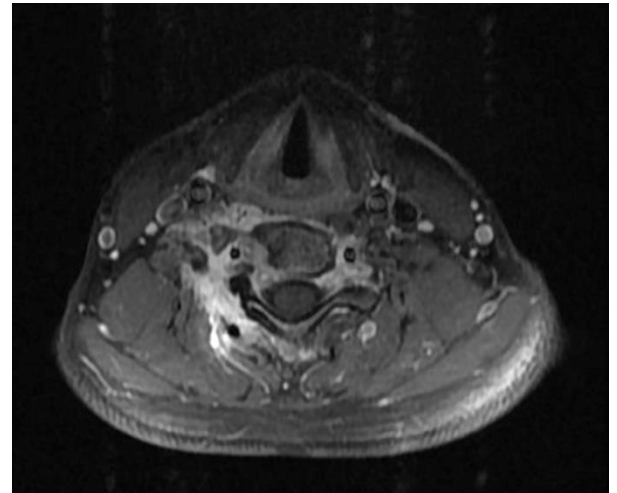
Aksiyel Servikal tomografi görüntüsü; sağ forameni deforme eden nidus formasyonu ile uyumlu görüntü izlenmektedir.
